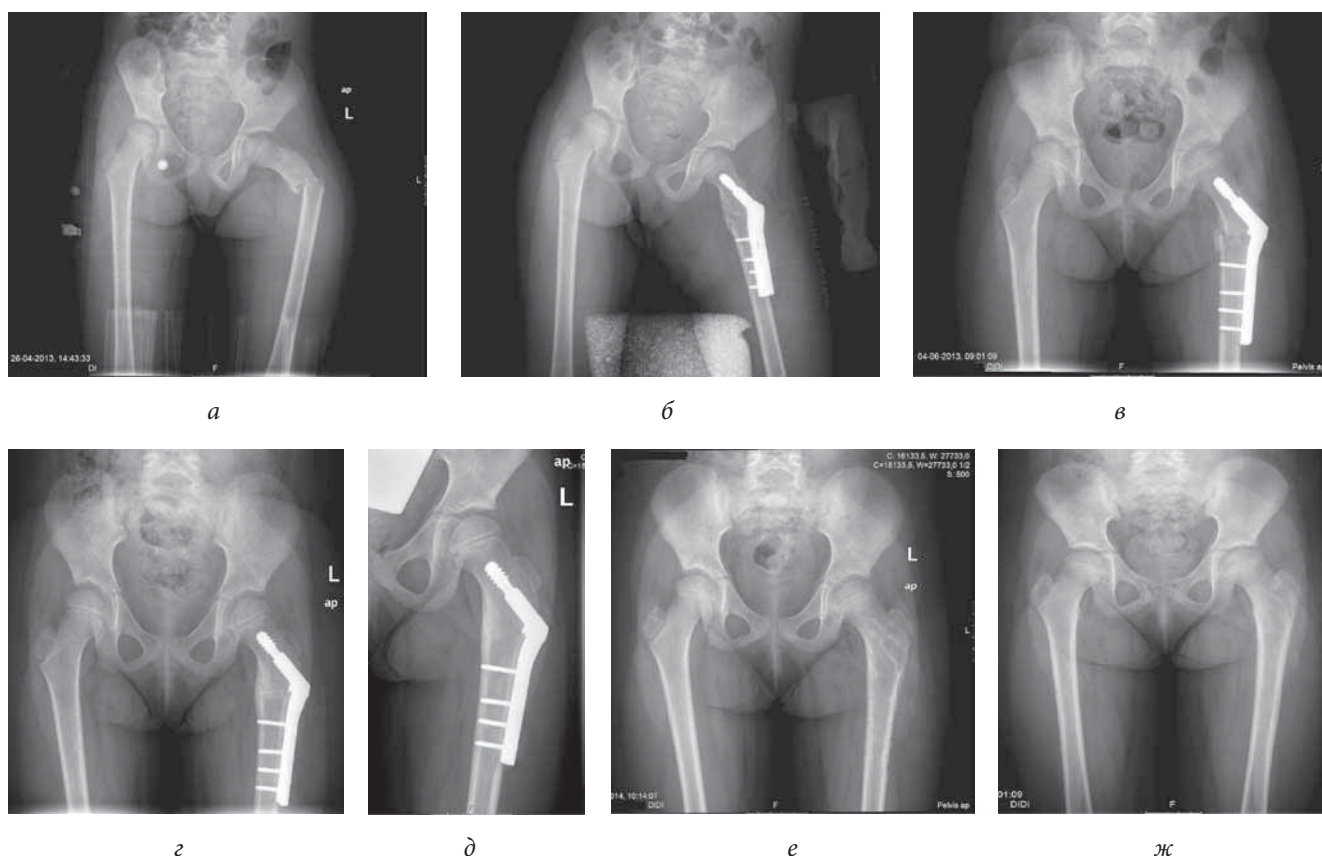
Экстракапсулярный межвертельный перелом IV типа (по классификации Delbet) со смещением. Рентгенограмма: *а* — до операции; *б* — в 1-й день после операции; *в* — через 1 мес. после операции; *г* — через 3 мес. после операции; *д* — через 6 мес. после операции; *е* — через 1 мес. после операции удаления металлофиксаторов; *ж* — через 15 мес. после операции удаления металлофиксаторов
